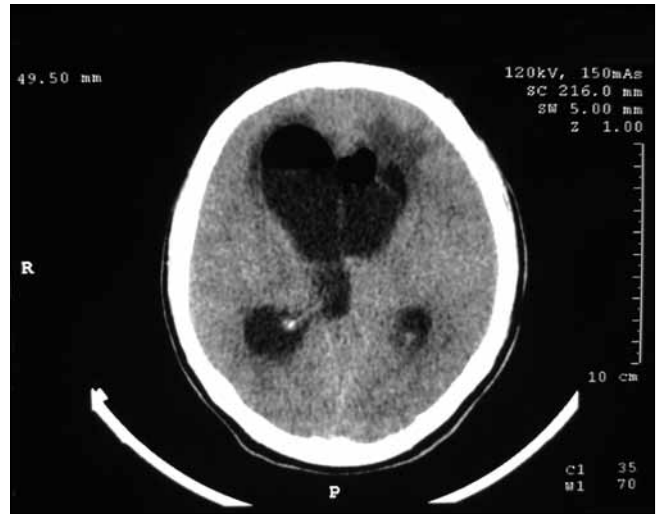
Bilgisayarlı tomografide, orta hatta korpus kallozundan ventriküler sisteme uzanan vertikal yerleşimli metal artefaktı ve çevresinde BOS'a göre hiperdens sıvı içeriği olan kistik yapı ile lateral ventriküllerde dilatasyon.
